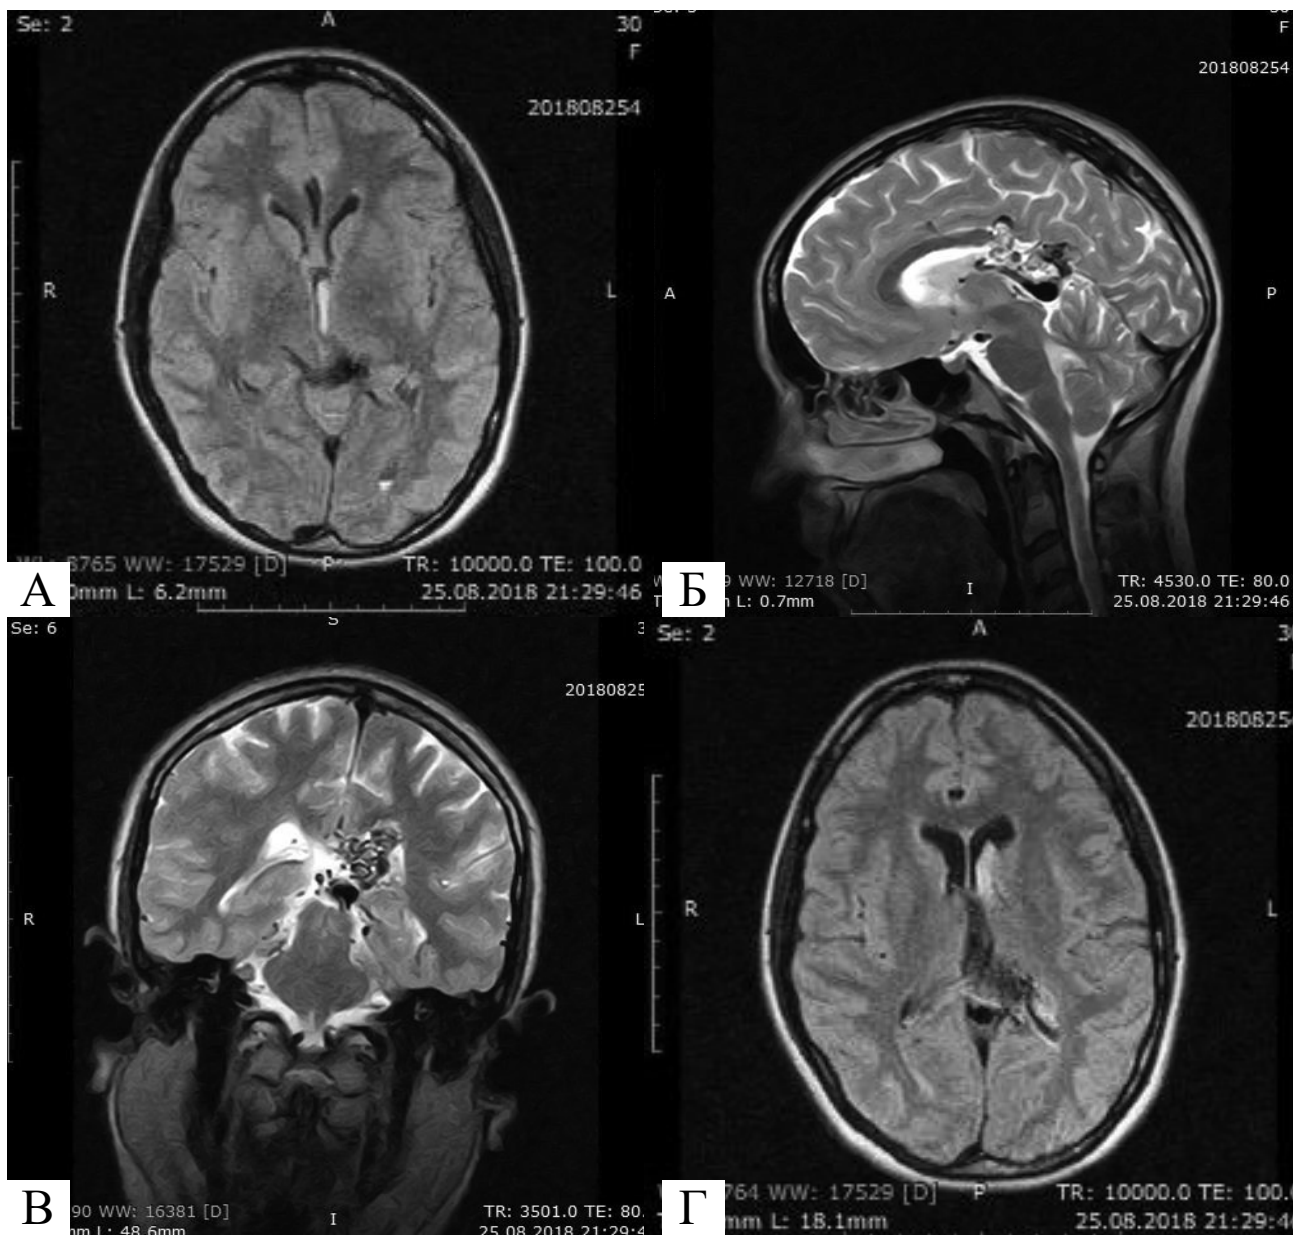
Пацієнтка X., 31 рік, МРТ головного мозку (25.08.2018): аксіальні проекції (А, Г) демонструють внутрішньошлуночковий крововилив; сагітальна (Б) та коронарна (В) проекції – АВМ у ділянці задньої третини мозолистого тіла, лівого бічного шлуночка, лівої тім'яної частки головного мозку
